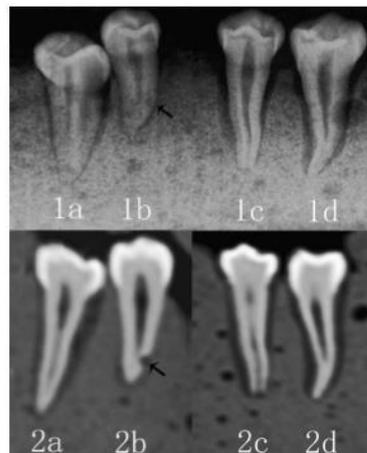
Corte seccional donde muestran la presencia de simulación de RRE visualizada por dos métodos de imagen. Con la radiografía periapical: moderada (1a), leve (1b), severa (1c), no (1d) y con la TCCB: moderada (2a), leve (2b), grave (2c), no (2d)⁹
